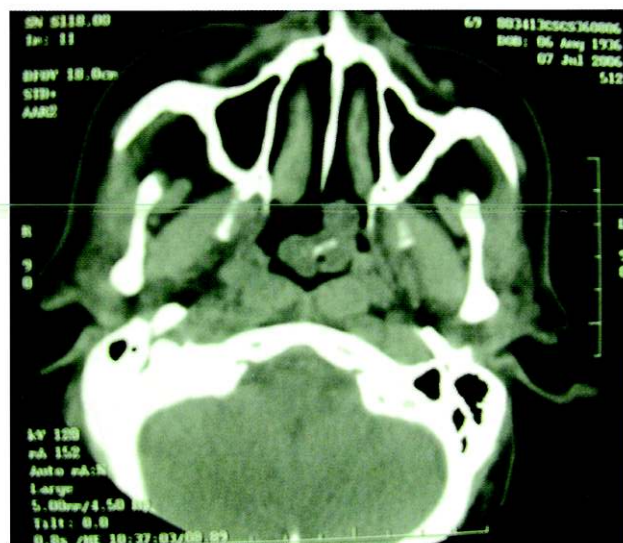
TAC axial que muestra la lesión de rinofaringe correspondiente al pólipo con zona calcificada en su interior.
